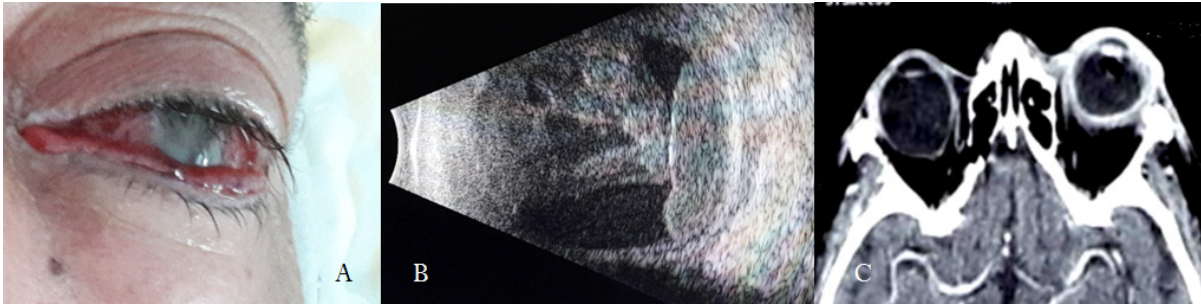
A . L'examen clinique montrant une conjonctive siégeant d'un chémosis et d'une hyperhémie. B. L'échographie oculaire objective une condensation des échos vitréens en mottes hétérogènes, un décollement partiel de la hyaloïde et un espace rétrohyaloïdien chargé de fins échos de répartition homogène en faveur d'une endophtalmie. On note aussi un épaississement pariétal de 2,4 mm et une hypoéchogénicité périoculaire traduisant l'infiltration inflammatoire du tissu orbitaire ; évocatrice de cellulite. C. La tomodensitométrie orbito-cérébrale met en évidence une cellulite préseptale gauche non collectée, une exophtalmie grade I et un épaississement de la sclérotique.
